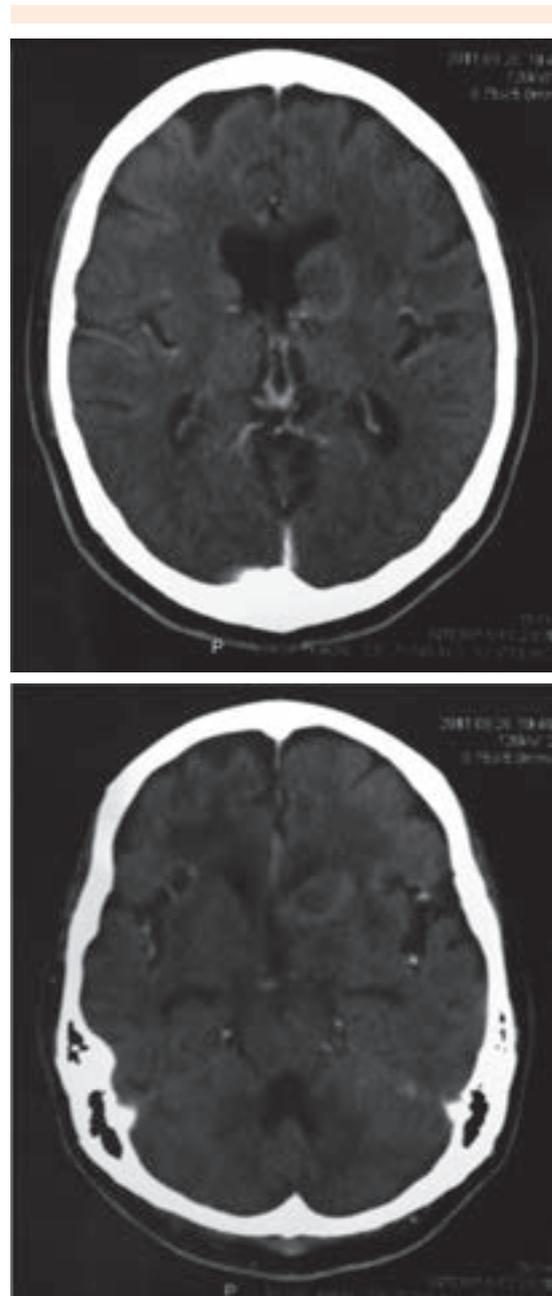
TAC simple y contrastada de cráneo que muestra en la región talámica izquierda una lesión hipodensa con halo hiperdenso.
